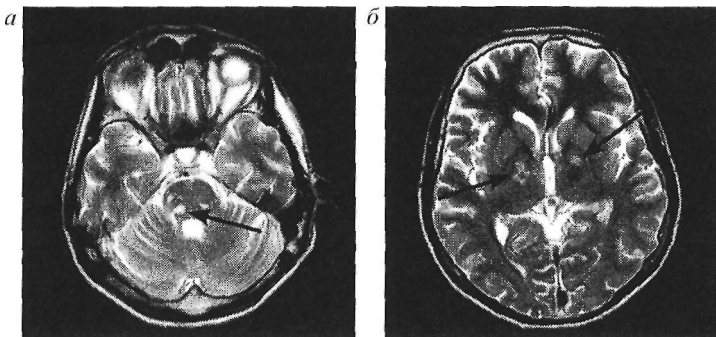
МРТ головного мозга больного Б., 38 лет, с диагнозом ББ; мелкие очаги повышенной плотности в T_{2w} режиме в стволе, мосту (а) и базальных ганглиях (б)
